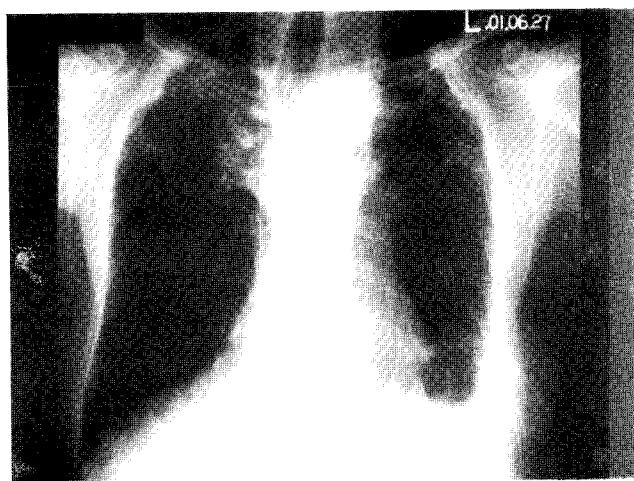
Chest X-ray shows no pneumothorax and improved left lower lung collapse.
